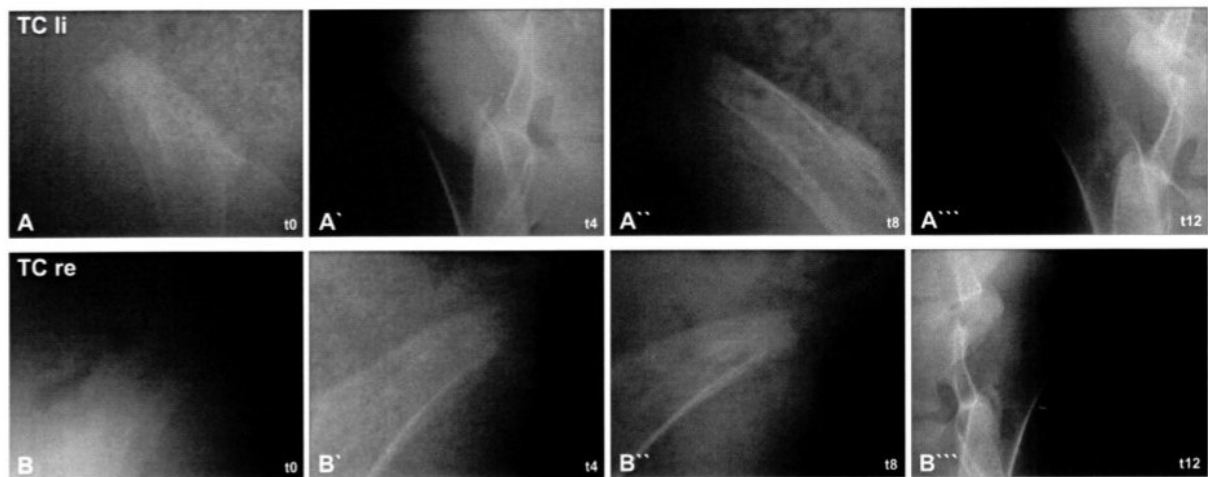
Röntgenologische Befunde Tier 91716. (A bis A'''): Tuber coxae links (TC li), (B bis B'''): Tuber coxae rechts (TC re). [t (Zeit) in Wochen] (Quelle: Freytox GmbH)
